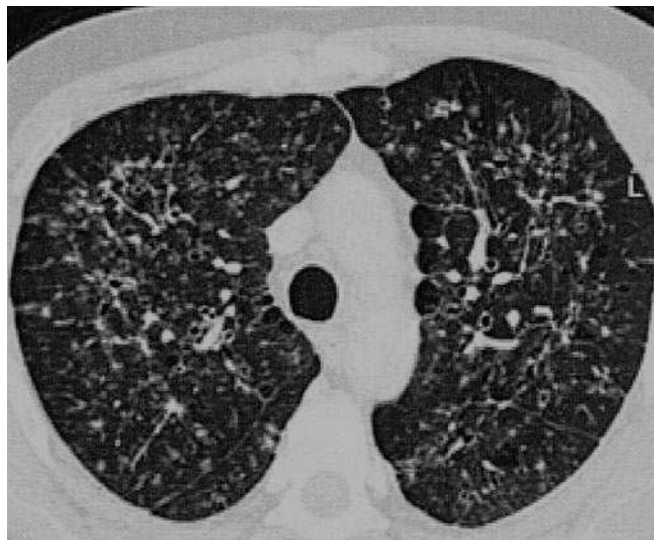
Tomografía computarizada de alta resolución (TACAR) a nivel de ambos lóbulos superiores.
